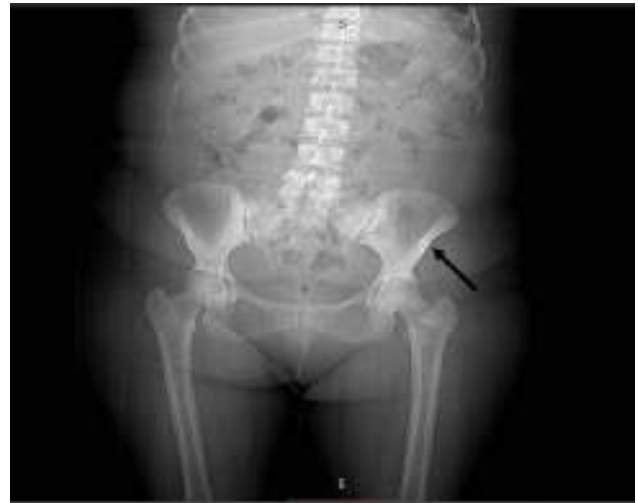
Radiografía de pelvis: Se aprecia osteoesclerosis en ambas ramas pubianas con predominio en lado izquierdo (flecha negra).
